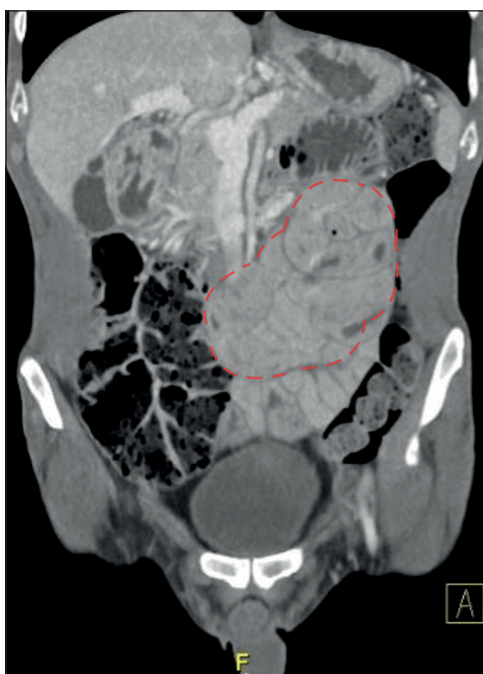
Corte coronal de tomografía computada de abdomen y pelvis con contraste. Se evidencia capullo de peritoneo que envuelven asas de intestino delgado (línea punteada roja).
